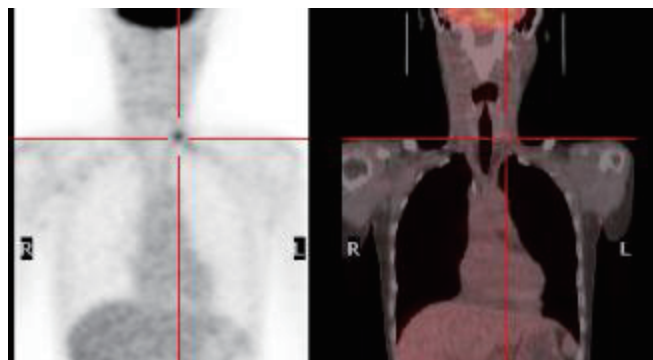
Positron emission tomography showed uptake in the Virchow lymphnode
